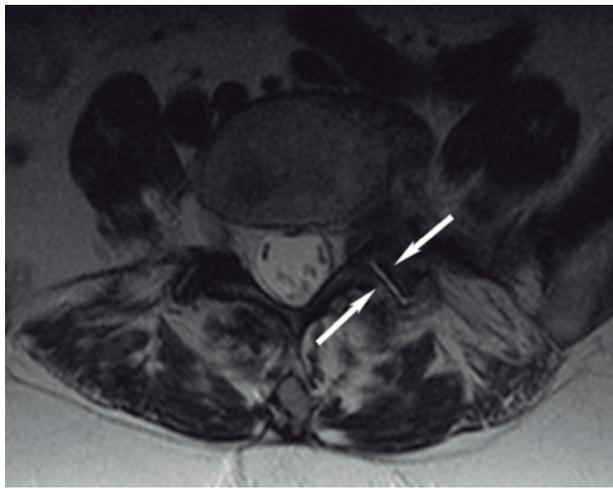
Artritis interapofisaria. Imagen axial RM potenciada en T2. Osteoartritis degenerativa en ambas articulaciones interapofisarias L4-L5, líquido en articulación izquierda (flechas).
